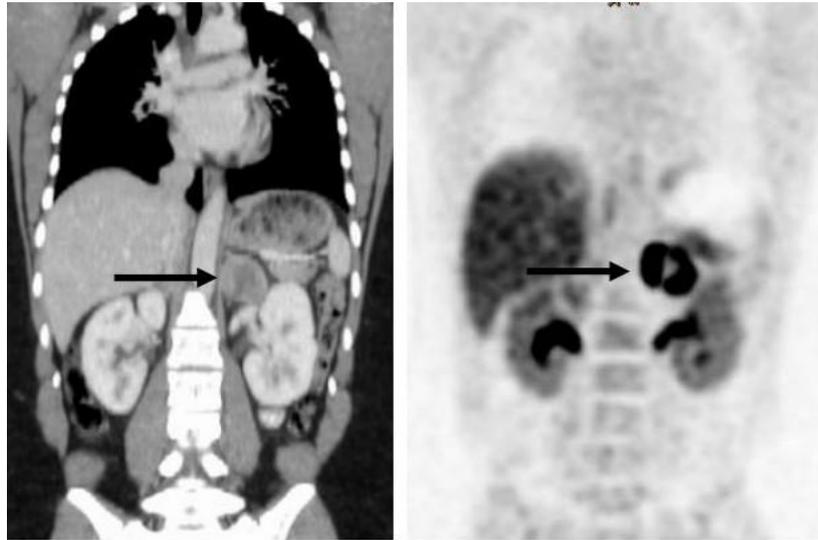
左侧肾上腺嗜铬细胞瘤（正面图）。左：胸部、腹部和骨盆的增强 CT。右：同一部位的 $[^{18}\text{F}]$ DOPA-PET。随着肾盂对比度增加，左侧肾上腺肿瘤，肝，肾可见各自活性。
